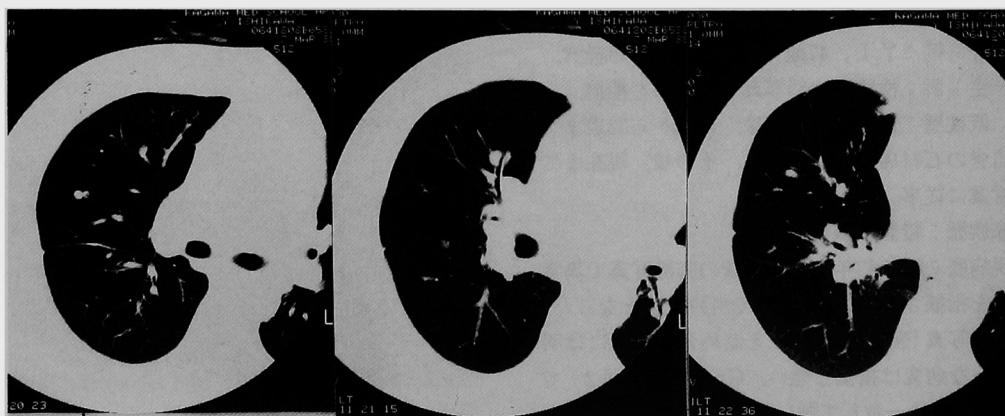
CTは右肺の一部を示す。辺縁明瞭な多発性直径1 cm弱の小結節影を認める。
